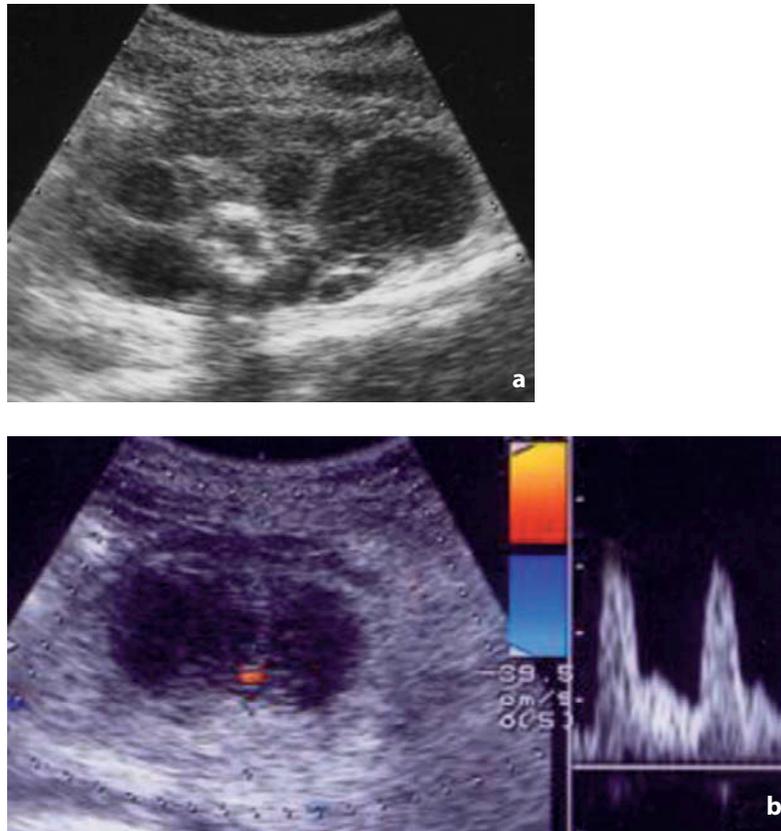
Ecografia transaddominale. Adenocarcinoma mucinoso. a Voluminoso espanso annessiale sinistro, multiloculato, con componenti cistiche, separate da sottili sepiamentazioni e con componenti solide riccamente vascolarizzate al color-Doppler (b)
